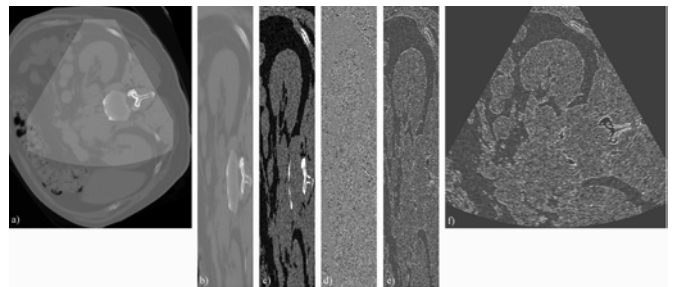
Formation de l'image échographique : a) Image scannerX de départ, b) Image en coordonnées polaires et rééchantillonnée selon la direction de propagation, c) carte des impédances acoustiques, d) image radiofréquence issues de la convolution avec la H_{3D} , e) détection de l'enveloppe et f) image échographique simulée
